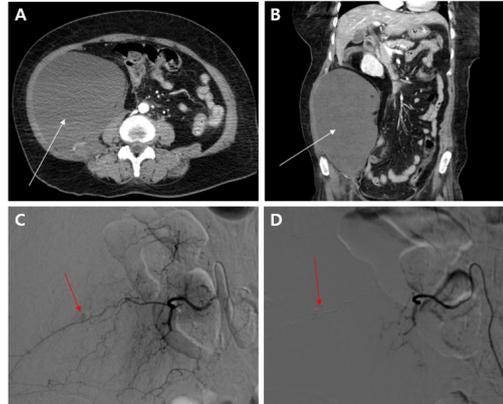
Axial image of abdominal CT with enhancement. About 22 x 12 x 11cm sized right retroperitoneal hemorrhage was seen.
